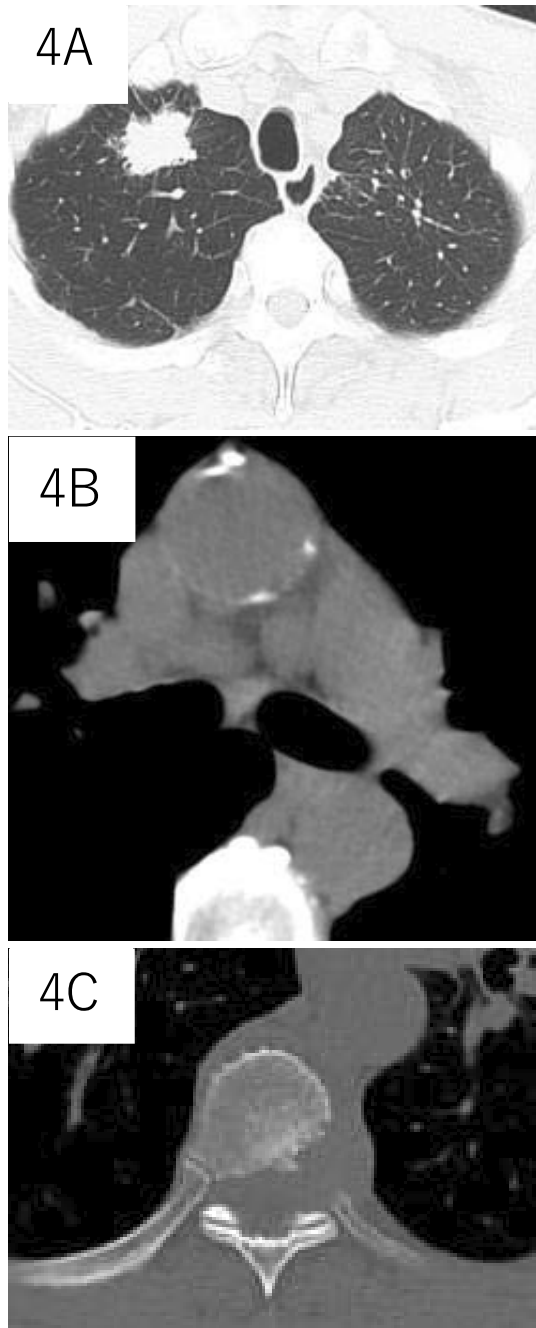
Chest CT showed a mass shadow on the right S<sup>1</sup> (A) and enlarged mediastinum lymph nodes including the #4R lymph node (B). An osteolytic metastasis was seen on the thoracic vertebrae (C).
